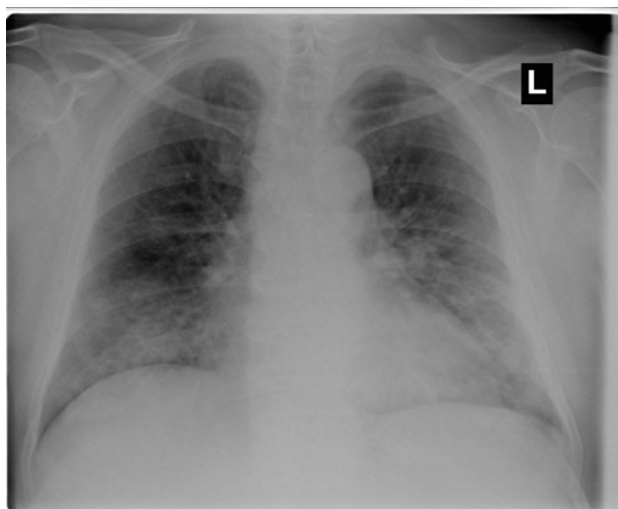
Radiografia cutiei toracice la pacient cu DZ tip II la internare. Descrierea Rg: Condensare neomogenă bilateral, preponderent bazal.
